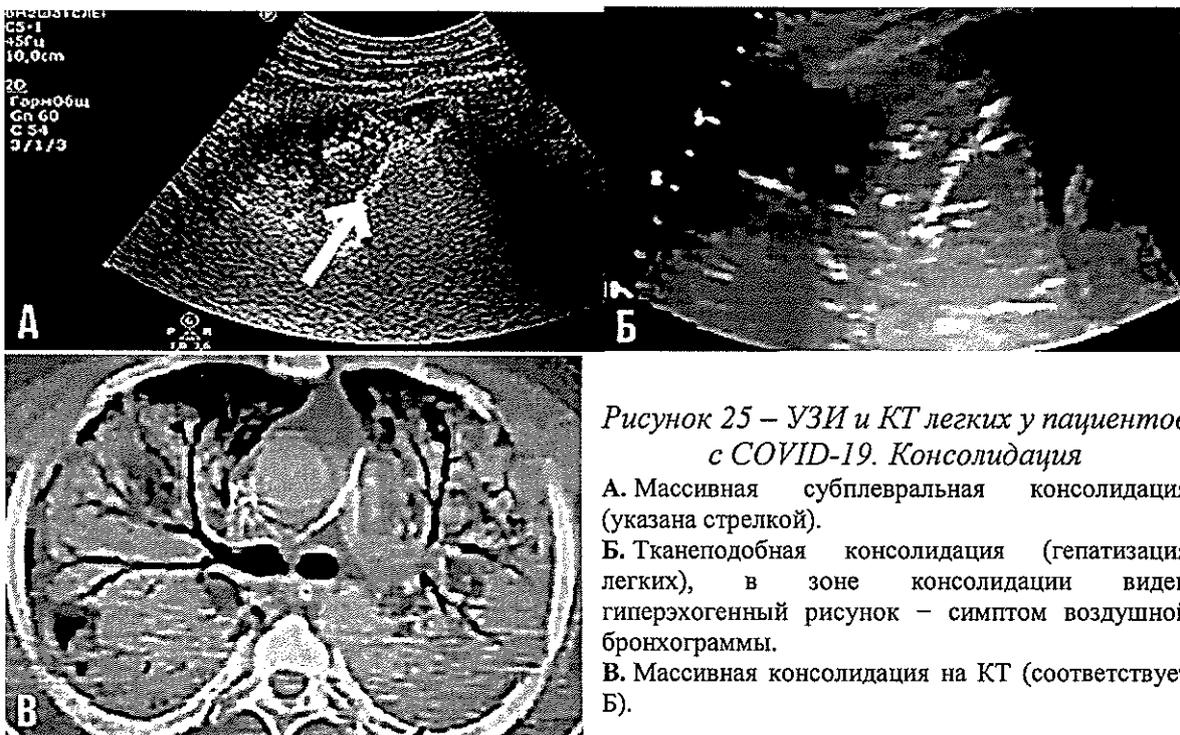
УЗИ и КТ легких у пациентов с COVID-19. Консолидация
